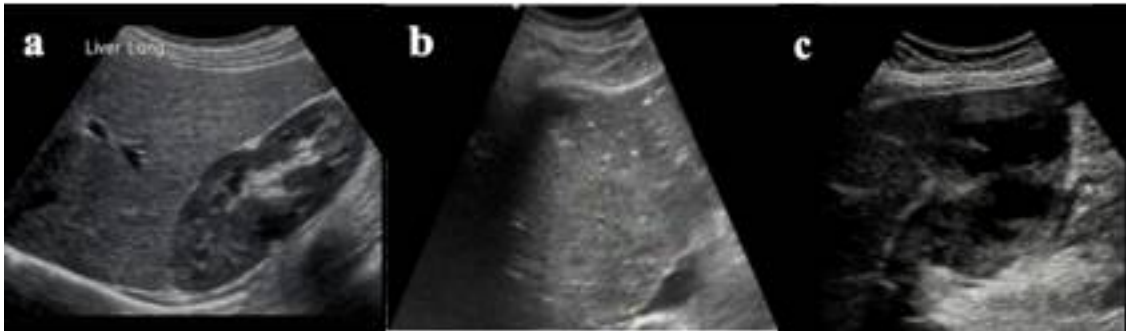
a/ Aspect échographique d'un foie sain b/ Image échographique d'un abcès hépatique discrètement hypoéchogène c/ Aspect échographique d'un Abcès hépatique anéchogène renferment des cloisons intra lésionnelles générant un renforcement postérieur en phase suppurative [9][8]
